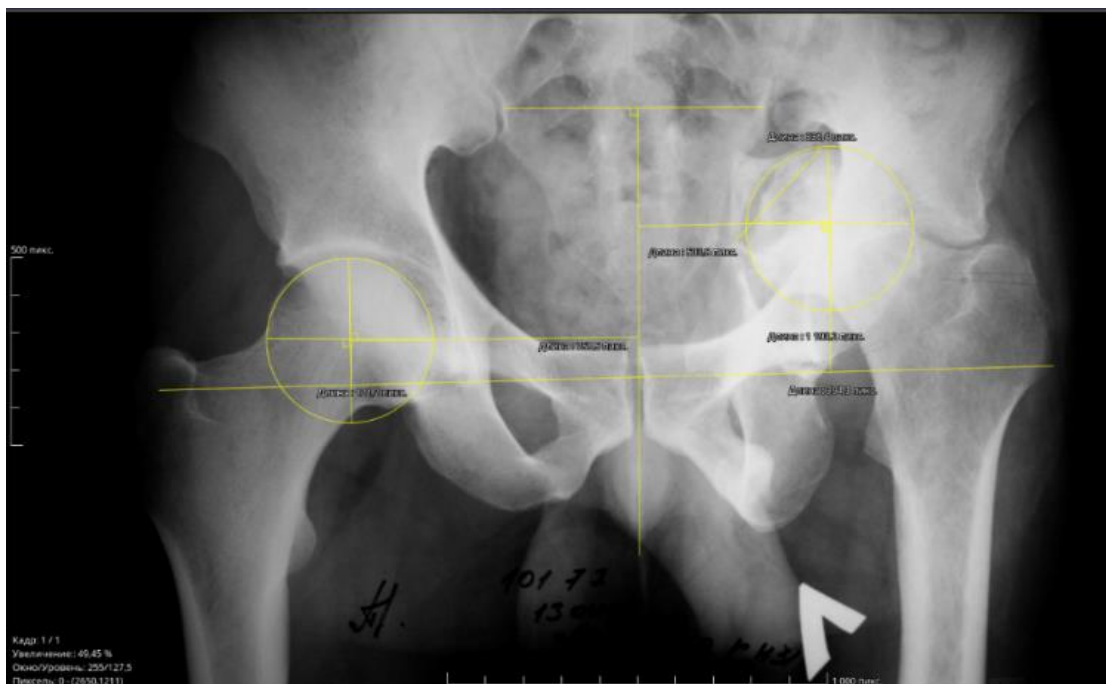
Оценка и расчет рентгенологических признаков.
